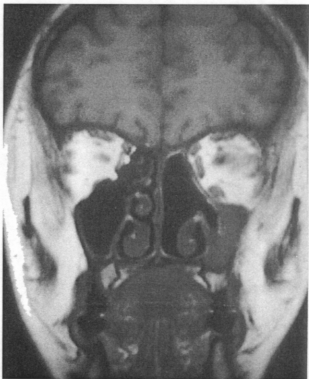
Post 13th chemotherapy MRI finding. Gd-enhanced T1WI coronal scan shows absence of previous noted intracranial lesion and, decreased left nasal cavity and ethmoid sinus lesion.
